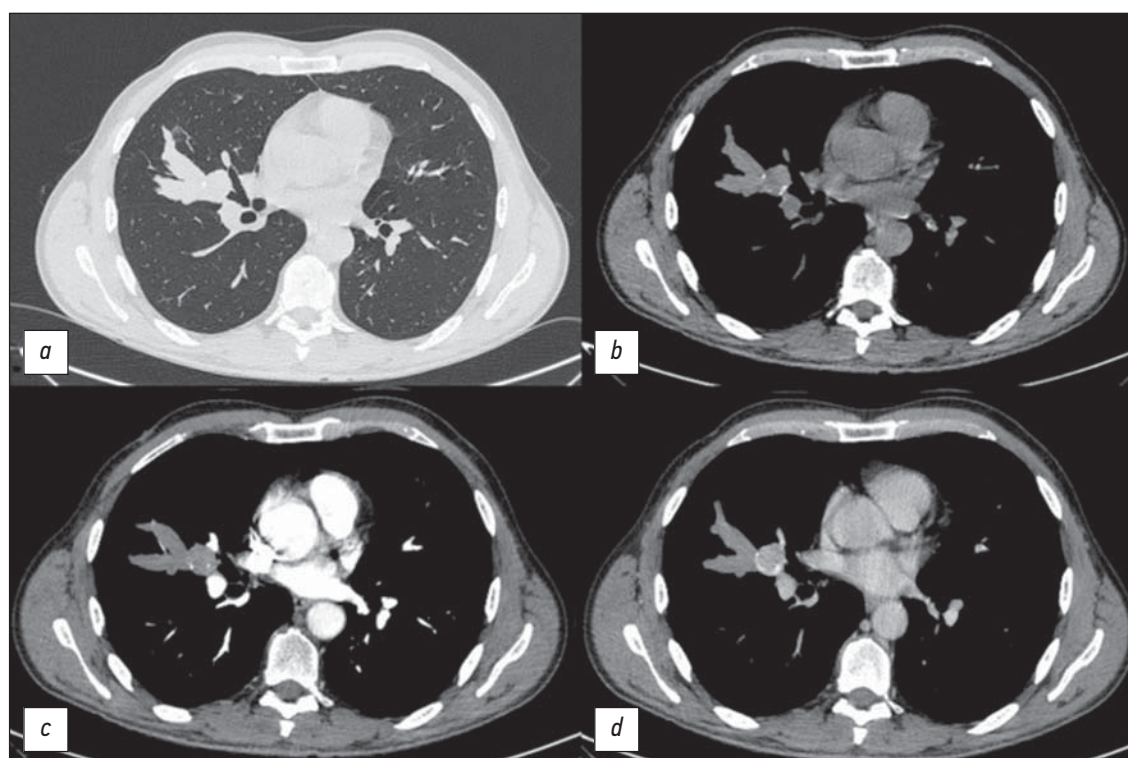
Тот же пациент. Компьютерная томография органов грудной полости в аксиальной плоскости: *a* — лёгочное окно, нативная фаза (округлое образование в основании бронхоцеле); *b* — средостенное окно (единичные кальцинаты по периферии образования); *c* — средостенное окно, артериальная фаза; *d* — средостенное окно, венозная фаза (признаки накопления контрастного препарата образованием).
